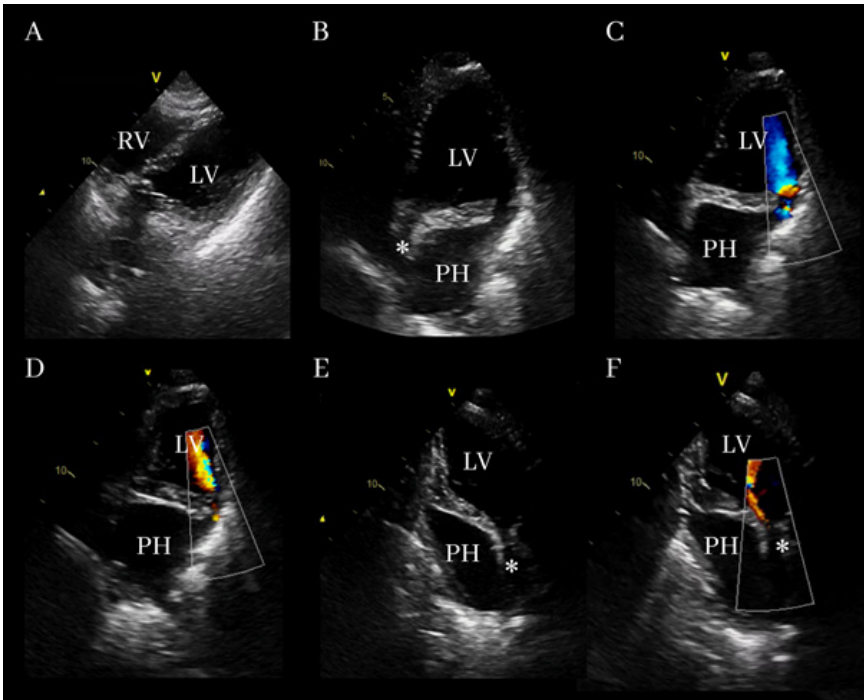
Ecocardiograma transtorácico mostrando (A) janela subcostal sem evidência de derrame pericárdico, (B) janela apical 4 câmaras; (C e D) janela apical 4 câmaras com fluxo bidirecional ao Doppler colorido; (E) janela apical 3 câmaras; (F) Doppler colorido da valva mitral na janela apical 3 câmaras. VE: ventrículo esquerdo; VD: ventrículo direito; PH: hematoma pericárdico; *: átrio esquerdo comprimido pelo hematoma pericárdico.
